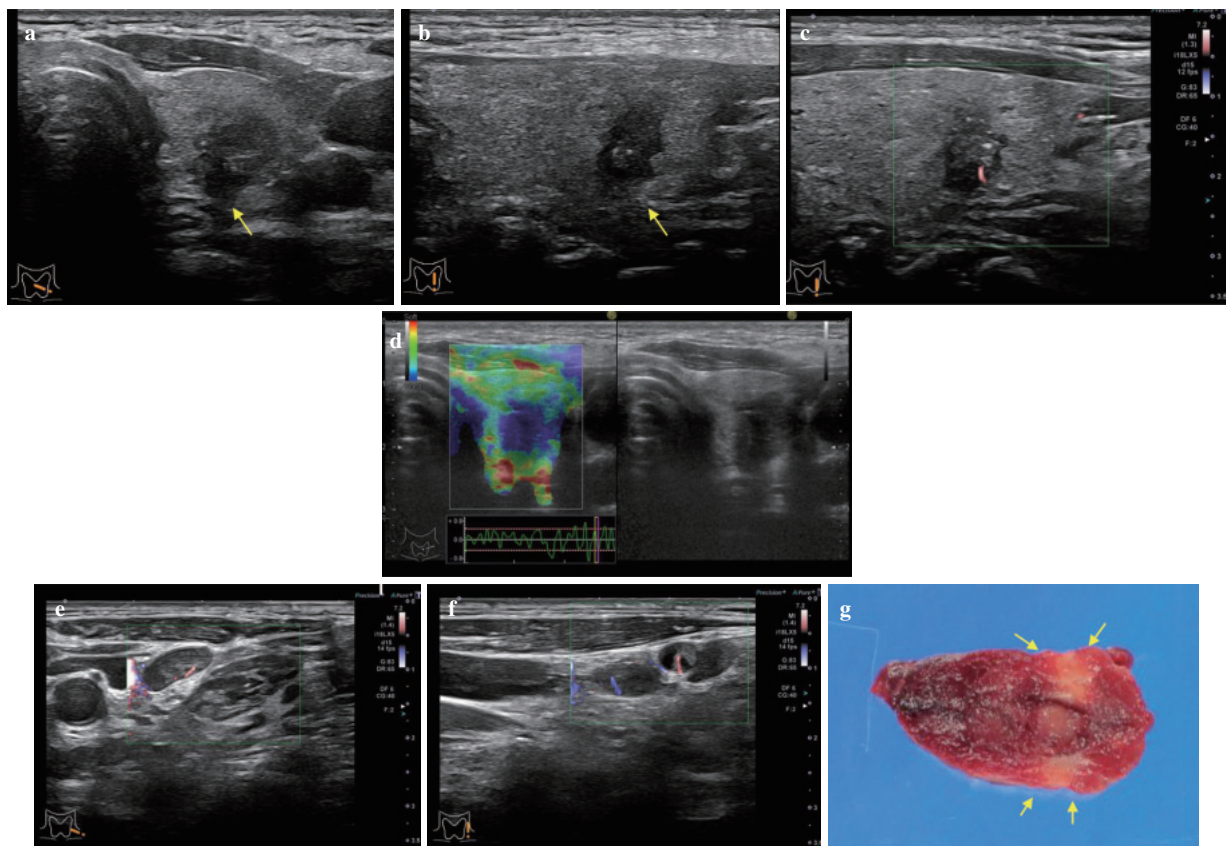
症例3. 50代男性. a: Bモード. 超音波甲状腺左葉横断像. b: Bモード 超音波甲状腺左葉縦断像. c: ドプラ法甲状腺左葉横断像. 内部に貫通する血流を認める. d: エラストグラフィ甲状腺左葉横断像. Grade 4, Strain ratio 0.01の硬い腫瘍. e: ドプラ法左頸部外側リンパ節横断像. f: ドプラ法左頸部外側リンパ節縦断像. g: 摘出標本. 浸潤型で超音波所見の形状不整, 境界不明瞭, 境界性状粗雑を反映し, 被膜外に明らかに浸潤した肉眼所見を認める.
